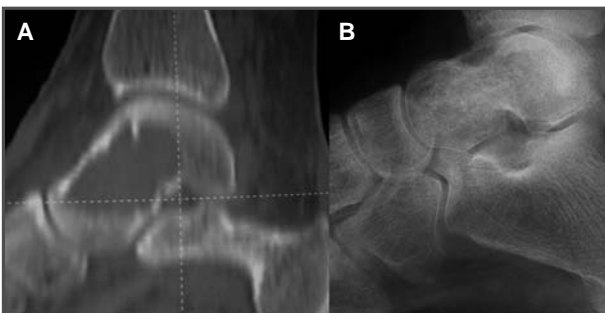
Imagen de la zona de PAAF guiada por TC. 2B. Radiografía de control tres meses después de la cirugía en la que se observa la integración del injerto.
